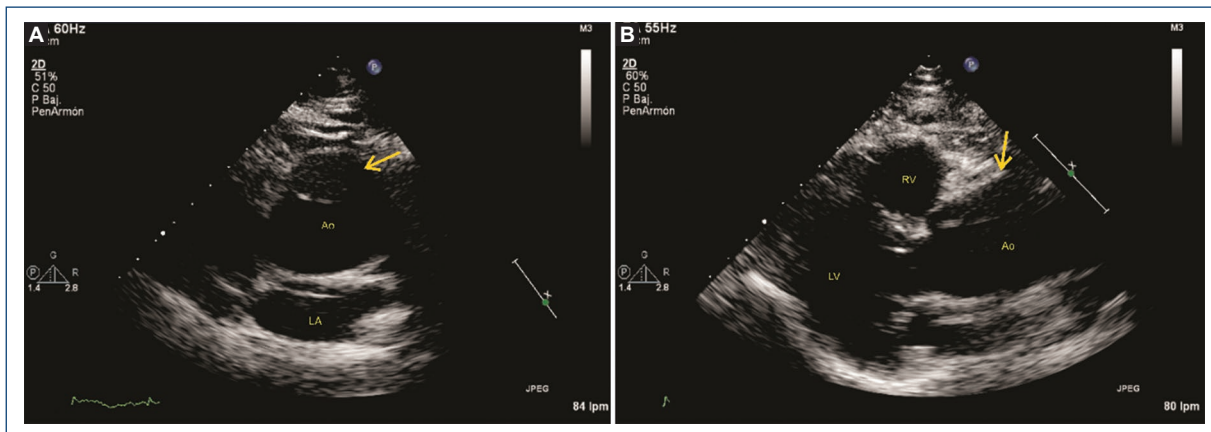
Transthoracic echocardiography. Panel A parasternal short axis, Panel B parasternal long axis. The aortic flap is marked by the yellow arrows. AO: aorta; LV: left ventricle; LA: left atrium; RV: right ventricle.
